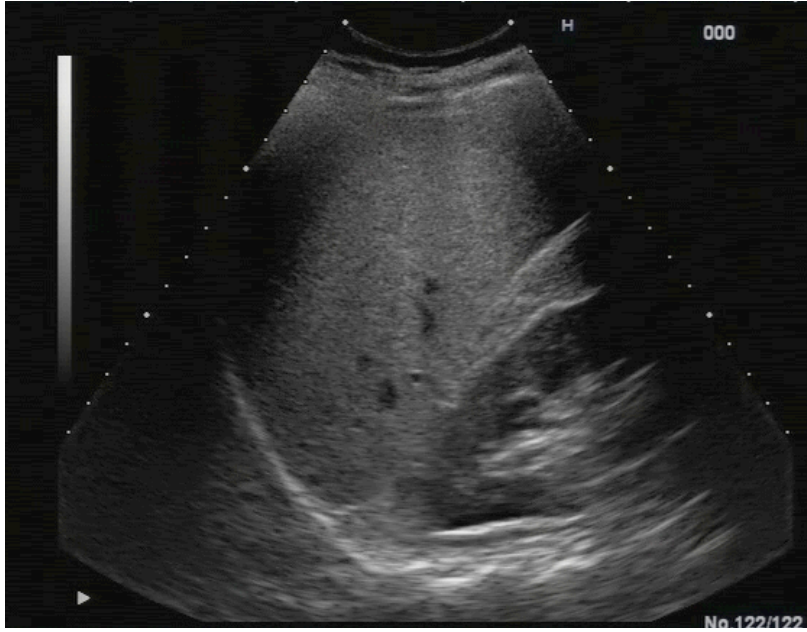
Ecografía de paciente con cirrosis hepática. A la izquierda se aprecia bazo aumentado de tamaño (13,6 cm). En ambas imágenes es evidente la presencia de ascitis.
